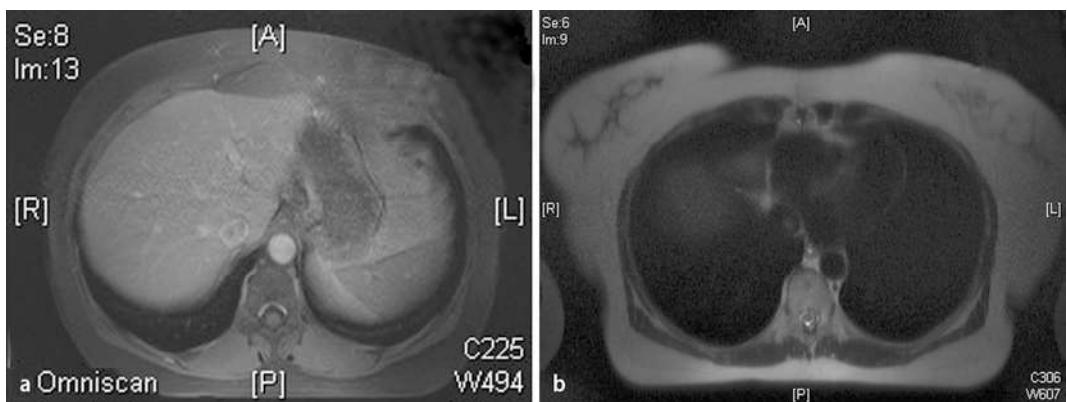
a In der transversalen T1-Wichtung des MRT stellt sich der Tumor als hypointense Struktur mit Aszension bis auf Höhe des Lebervenensterns dar. b Im T2-gewichteten Transversalschnitt war der Tumor als hyperintense Raumforderung bis an die Einmündung der unteren Hohlvene in den rechten Vorhof zu verfolgen
